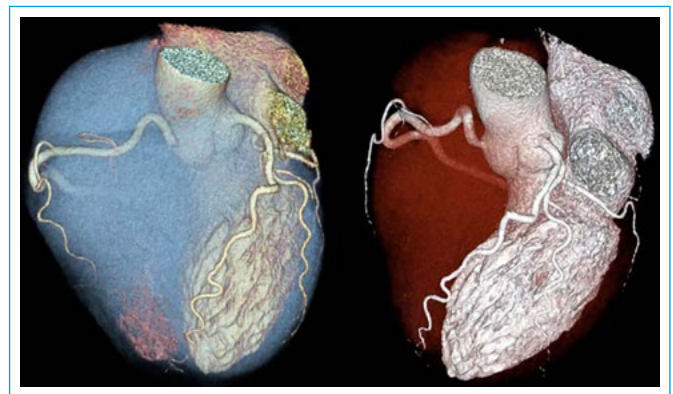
Coronarias normales por angiotomografía coronaria multidetector en modalidad tridimensional
